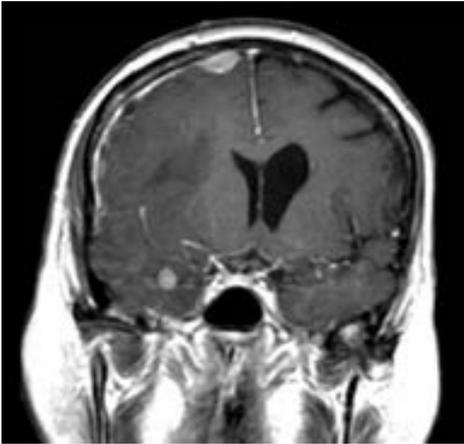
Imagen por resonancia magnética en T1 contrastada con gadolinio, donde se aprecia la metástasis meníngea del cáncer del seno. Se observan lesiones focales de aumento del contraste (blanco) en las meninges del lado izquierdo, mayor contraste meníngeo difuso y efecto tumoral debido a una lesión hemisférica en la izquierda.
